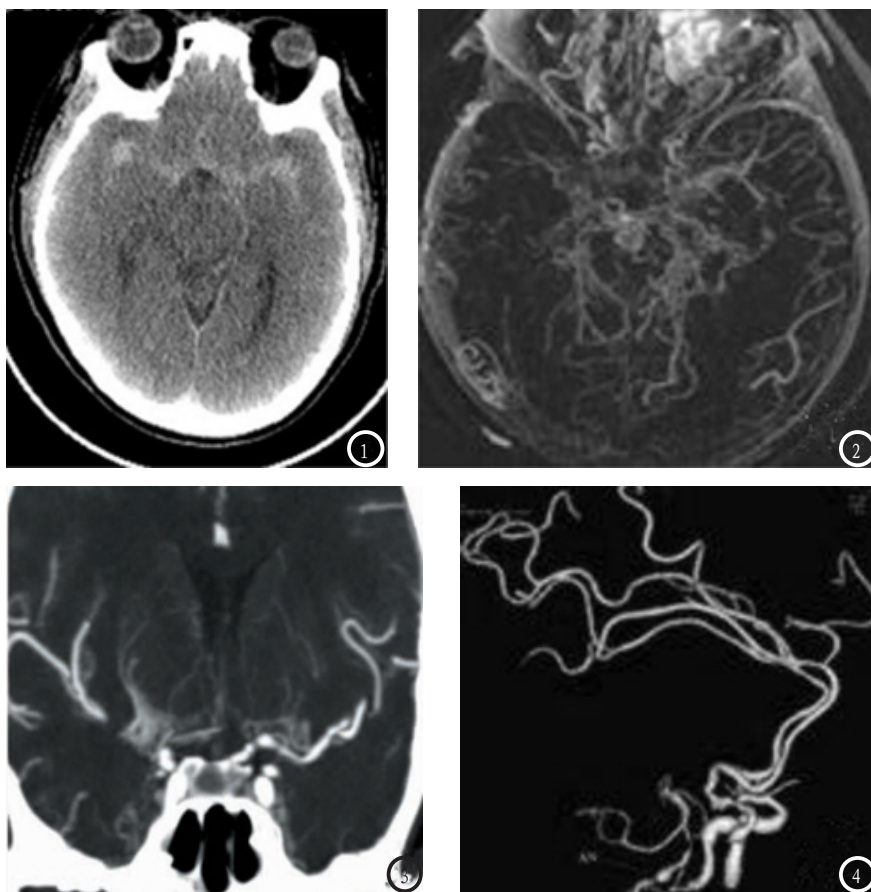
CT平扫显示蛛网膜下腔出血。图2 MIP像异常血管网。图3 MPR显示颅底区的烟雾状血管网。图4 VR像显示椎动脉瘤。
